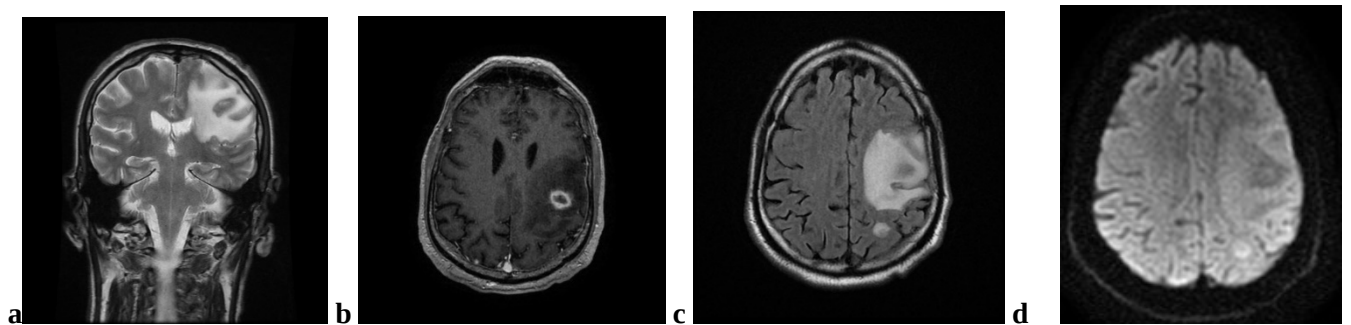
IRM cérébral d'une toxoplasmose cérébral en coupe coronal en séquence pondéré T2 (a) et en coupe axiale en séquence pondéré T1 après injection de gadolinium (b) , en coupe axiale en séquences FLAIR (c) et en diffusion B 1000 objectivant la présence de deux processus lésionnels nodulaires au niveau pariétal gauche en hypersignal T2 et FLAIR, hypersignal diffusion, rehaussé de façon annulaire après injection du gadolinium entouré d'une plage d'œdème en doigt de gants avec discret effet de masse.
